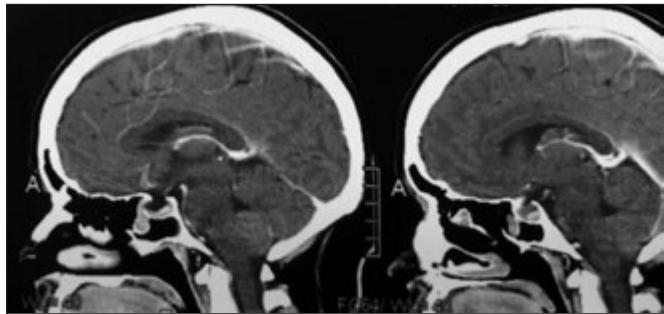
МРТ больной Б. Сагиттальный срез
